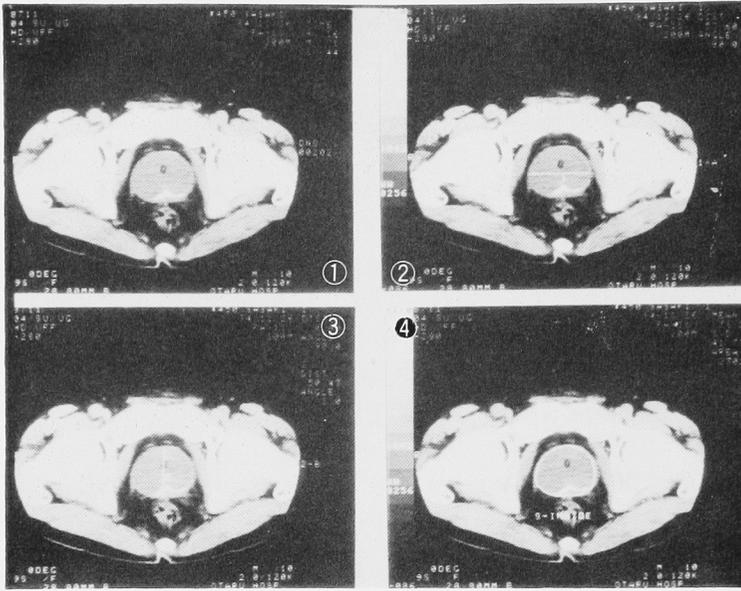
前立腺 CT と尿道鏡による上下径 (c) の計測 (②左右径(a), ③前後径(b), ④面積(S))
